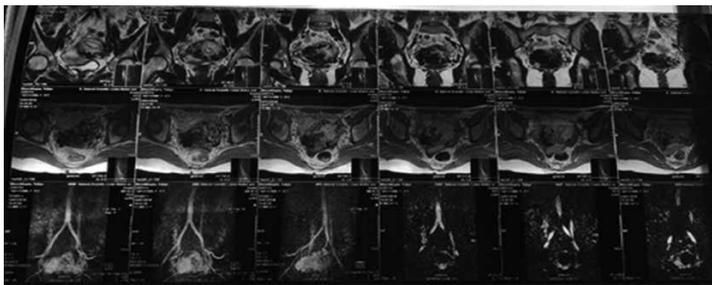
МРТ артериовенозной мальформацией матки до выполнения эмболизации маточных артерий.
